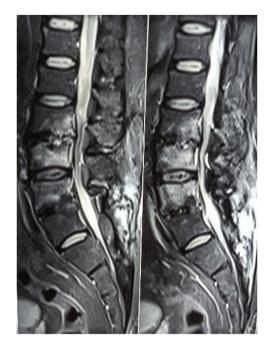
Corte sagital de tomografía se observa absceso epidural posterior.
